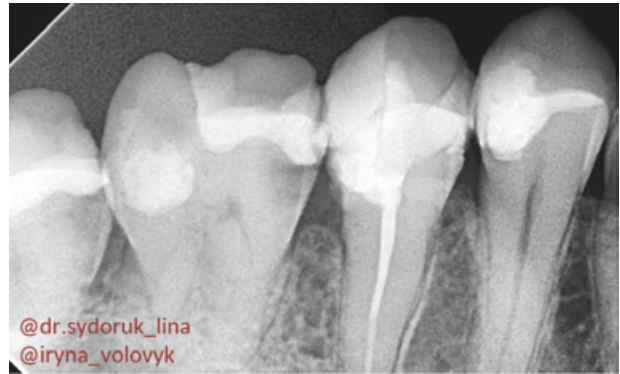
Рентгенівський знімок 17, 16, 15, 14 зубів у прикусі
